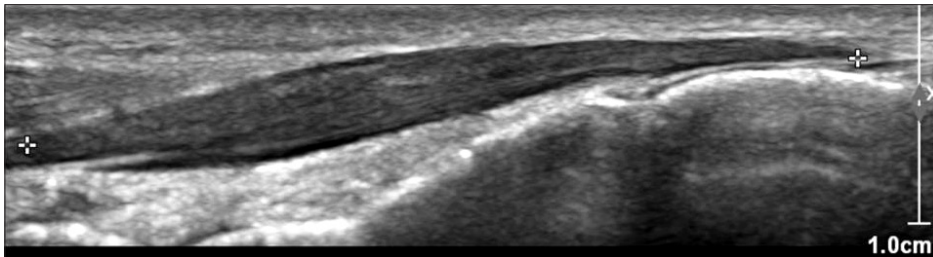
Wrist joint ultrasonography at 2016 shows a muscle on the dorsum of the left wrist.
